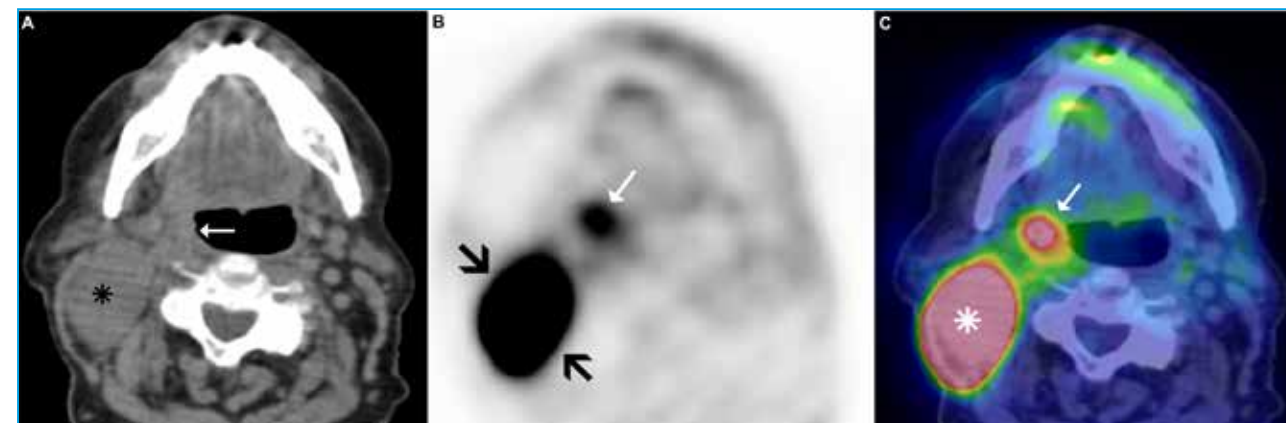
Varón de 57 años de edad que debuta con bultoma positivo para carcinoma epidermoide en el nivel ganglionar IIA derecho, con exploración clínica negativa y TC post contraste (no mostrado) informado como normal. La Figura 10B corresponde a un PET-FDG, que demuestra la hipercaptación típica de la adenopatía (flechas negras) y localiza el tumor en la amígdala palatina ipsilateral (flecha blanca), al igual que la imagen híbrida (asterisco y flecha blancas, respectivamente) (Figura 10C). Sin embargo, si revisamos la imagen de TC sin contraste intravenoso (Figura 10A), obtenida a la vez que la PET, se aprecia claramente el engrosamiento de la amígdala palatina derecha (flecha blanca), adyacente a la adenopatía (estrella negra). [Cortesía del Dr Luis Gorospe Sarasúa (Servicio de Radiodiagnóstico del Hospital Ramón y Cajal. Madrid)].
